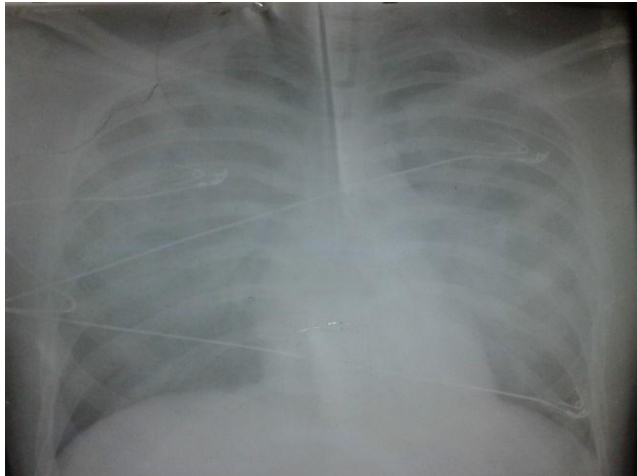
Radiografía anteroposterior de tórax. Observe radiopacidad difusa y homogenea bilateral, relacionado con edema pulmonar no cardiogénico.
